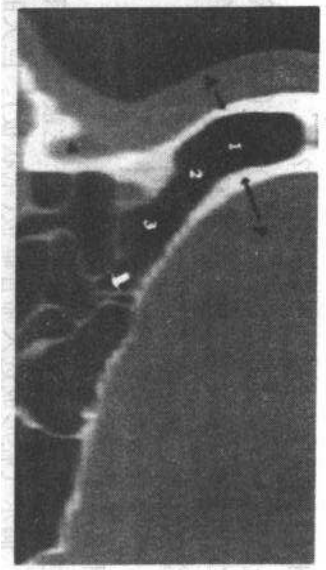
额隐窝。矢状位CT重建图像：①额窦；②额窦口；③额隐窝；④鼻泪管；A 额窦前壁；B 额窦后壁。额隐窝未终止于下方部(筛)而是向侧方旋行直接进入中鼻道(未显示)
